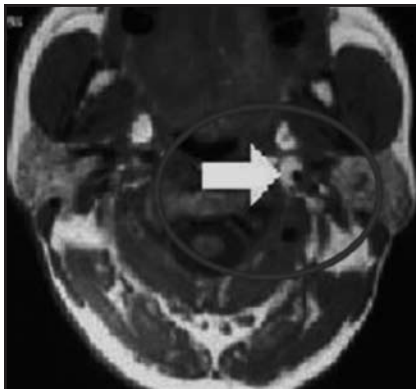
Signo de la luna en cuarto creciente, en la RMN cervical.
